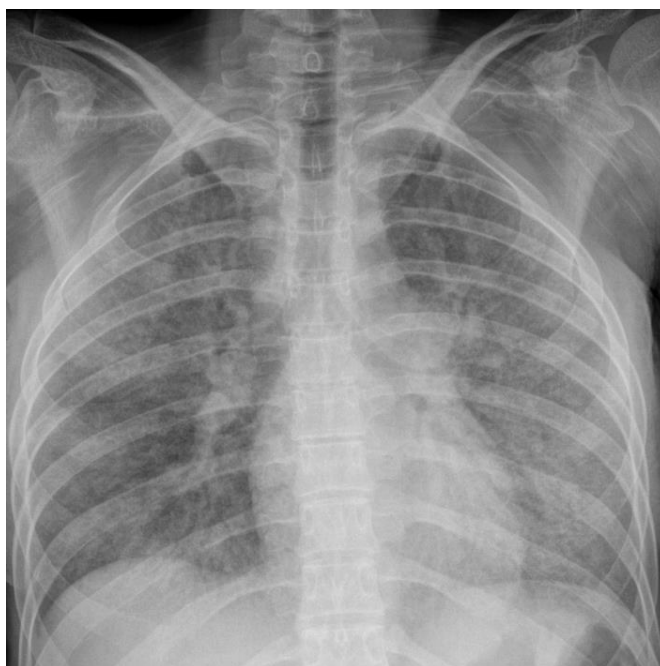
Рентгенограмма пациента Р., 37 лет.
